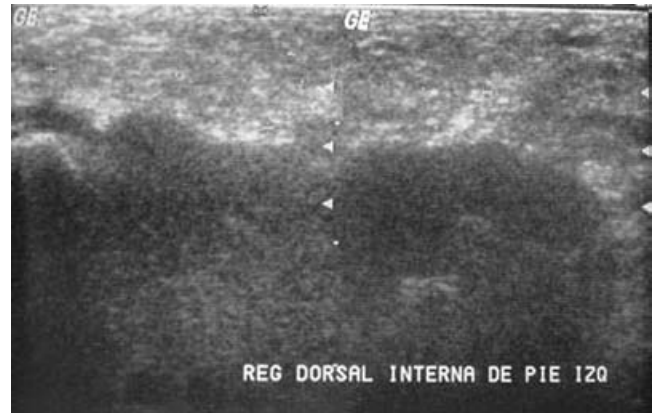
Ultrasonido de tejidos blandos de la región plantar medial del pie izquierdo. Tumoración hipoeoica, homogénea, ovalada, de bordes regulares y bien definidos.
